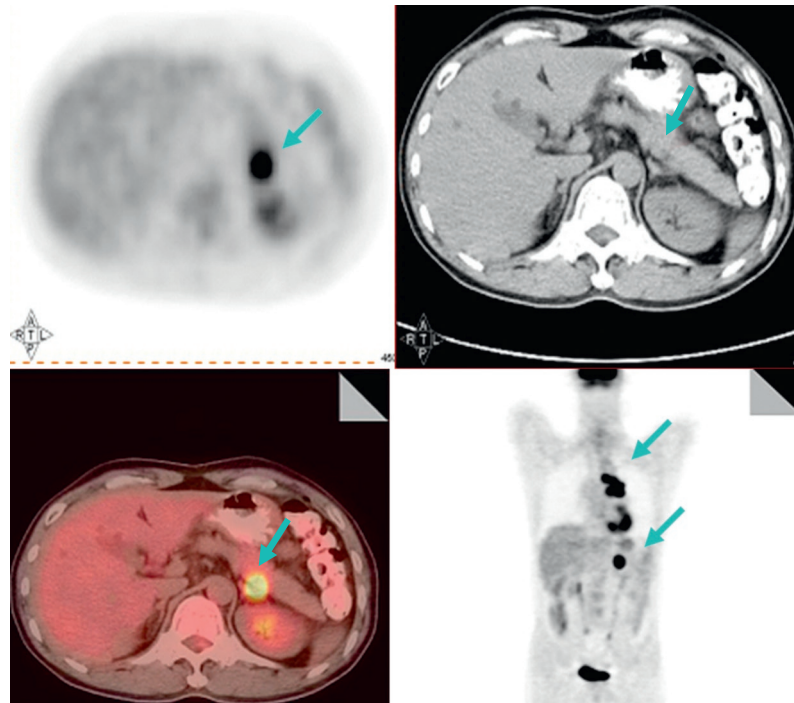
Scintigraphie corps entier TEP-TDM après injection de glucose radiomarqué avec du fluor-18 mettant en évidence une lésion primitive médiastinopulmonaire associée à une localisation secondaire surrénalienne gauche (flèches).
